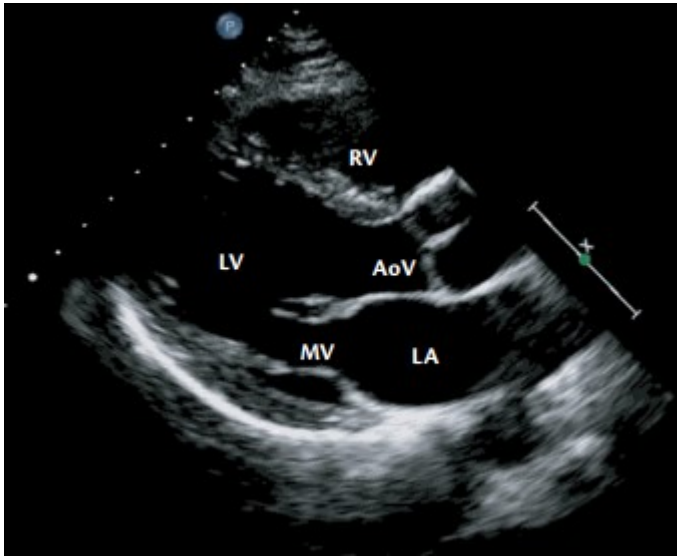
Esempio di immagine ottenibile con l'ecocardiografia 2-D/B-mode. Questa proiezione viene definita Parasternale Asse-Lungo (Parasternal Long-Axis, PLAX) e permette di identificare chiaramente l'anatomia cardiaca (AoV: valvola aortica, LA: atrio sinistro, LV: ventricolo sinistro, MV: valvola mitrale, RV: ventricolo destro).³⁷
